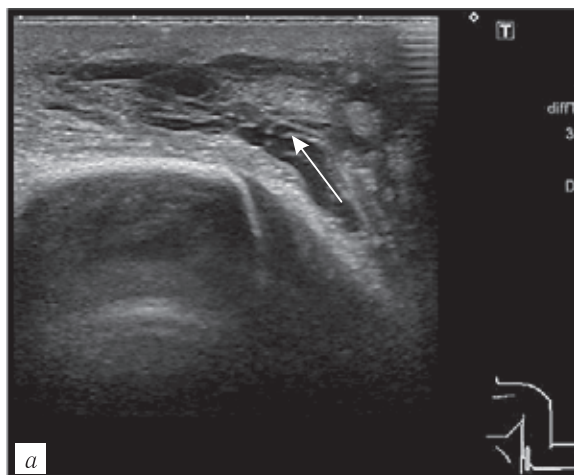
Больная С., 28 лет. Хронический бурсит локтевого отростка: а — УЗИ, В-режим, продольное сканирование; б — УЗИ, В-режим, поперечное сканирование. На анэхогенном фоне синовиальной сумки локтевого отростка определялись множественные гиперэхогенные линейные и неправильной формы крупные включения (стрелки), капсула сумки — плотная, значительно утолщенная, грубо деформированная.
